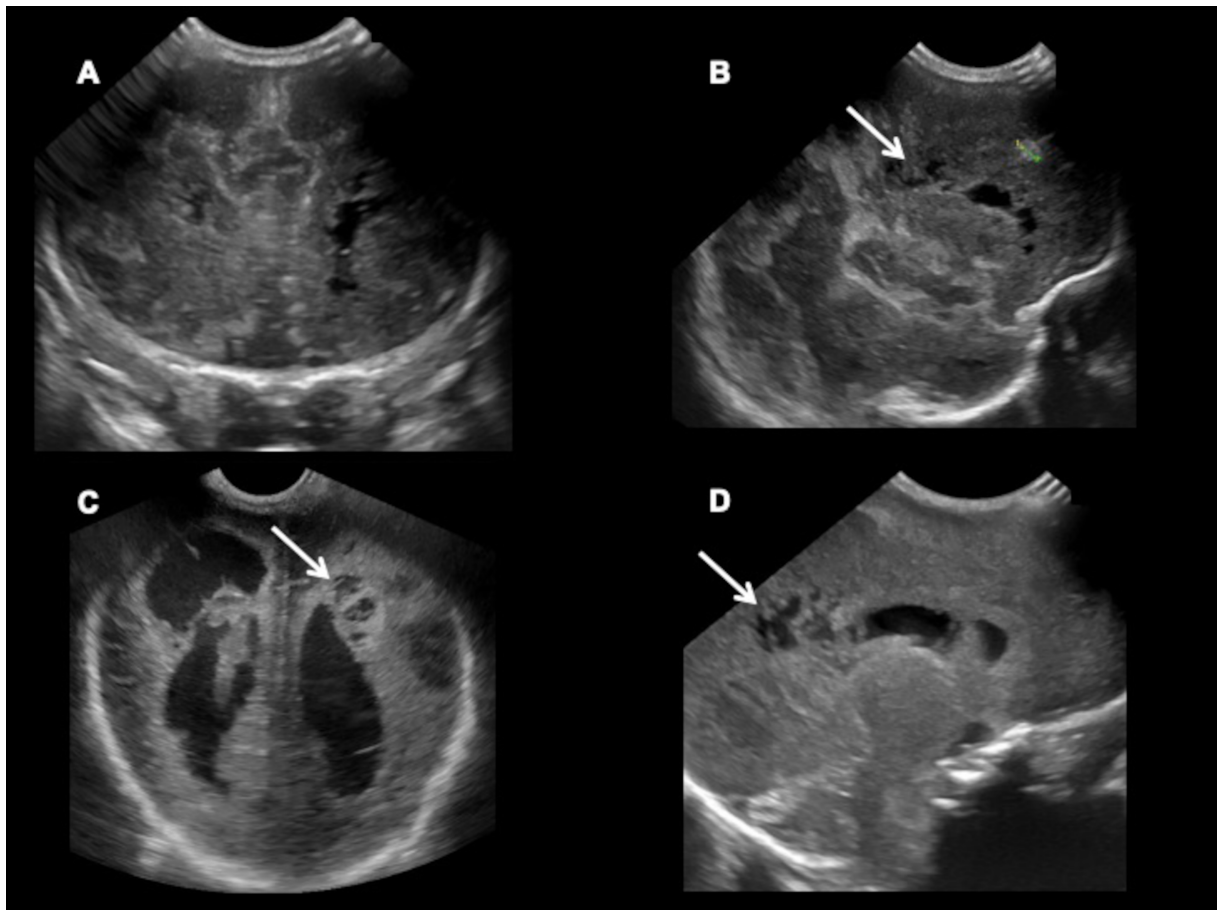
« Lacérations en pattes d'ours » à l'échographie sur des coupes frontales (*A et C*) et sagittales (*B et D*) chez deux patients différents (*flèches blanches*)
